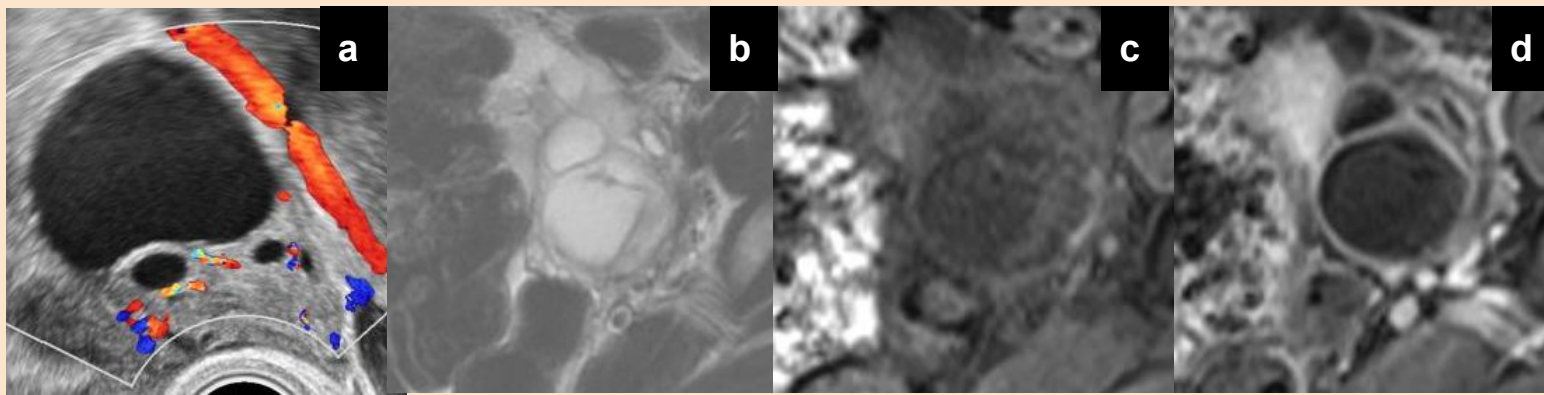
O-RADS 3 en paciente premenopáusica. a) En ecografía abdominal se observa una imagen quística multilocular con score color 2. b) T2 axial, c) T1 axial y d) t1 Fat-Sat con contraste: quiste multilocular con realce de los tabiques y con engrosamiento de su pared posterior sin realce. Anatomía patológica: quiste seroso simple sin atipias citológicas.
